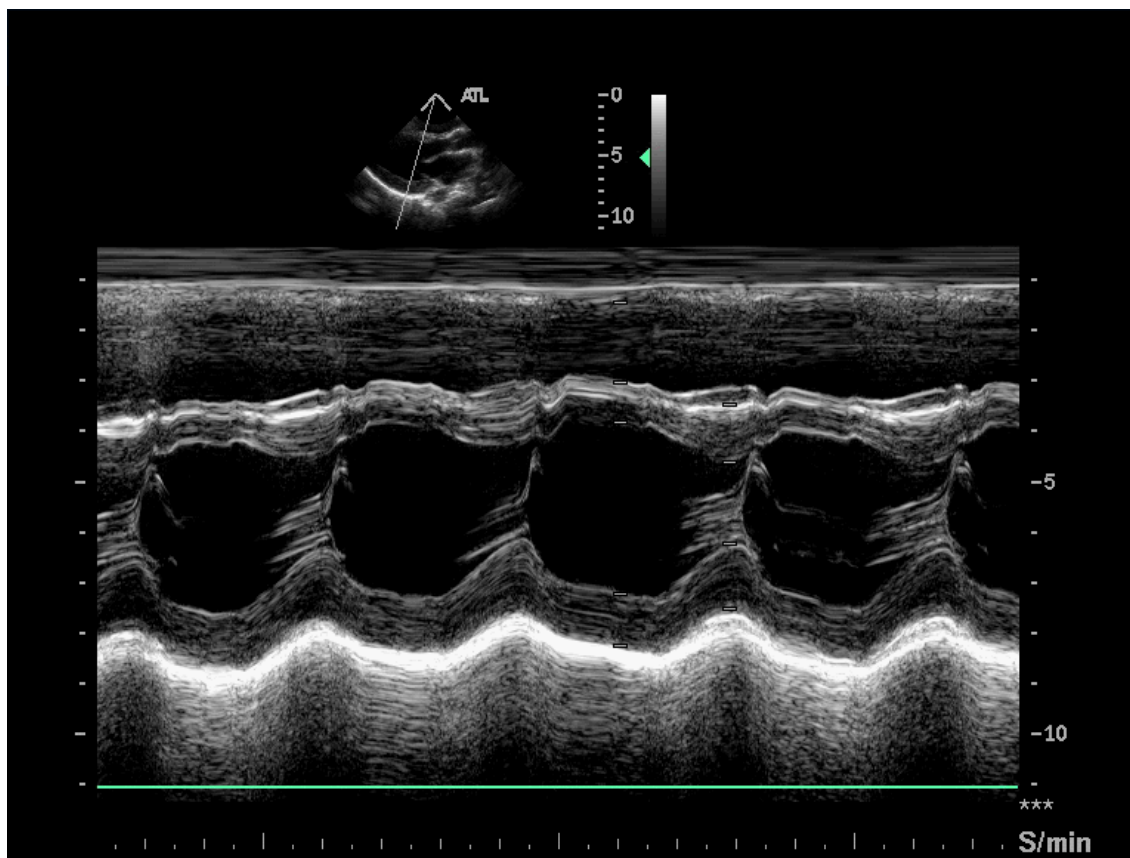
Echokardiographie M- Mode eines herzgesunden Patienten
